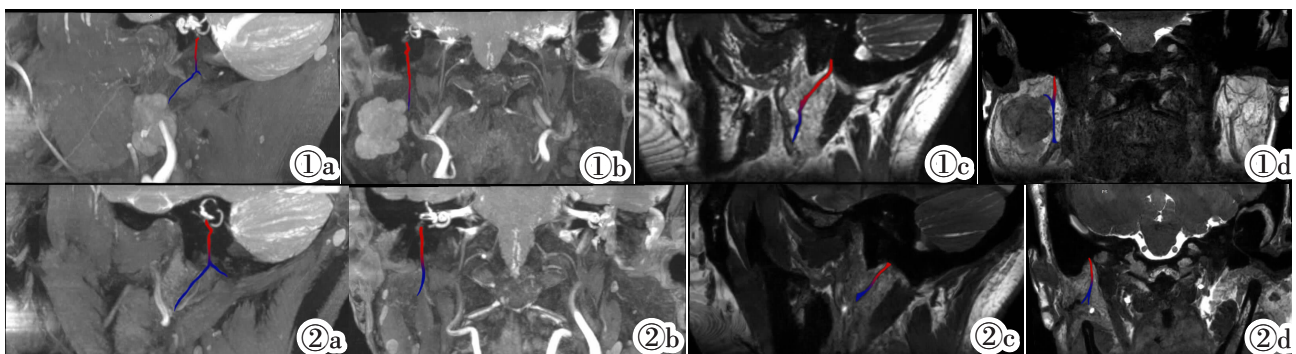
MRI 显示术前面神经的形态,面神经束从茎乳孔到颈面干(彩色标记)。右侧腮腺肿物位于面神经外侧、腮腺浅叶,大小约为 29mm×24mm×28mm(前后×左右×上下),肿物边缘距腮腺内面神经主干之间的距离约为 0.6mm。图 1a,1b:DESS 序列通过 MPR、MIP 斜矢状和冠状位重建。图 1c,1d:CISS 序列通过 MPR、MinIP 斜矢状和冠状位重建。图 2 MRI 显示术后面神经的形态显示完整,未见异常改变,面神经束从茎乳孔到颈面干(彩色标记)。周围腮腺结构信号呈术后改变。图 2a,2b:DESS 序列通过 MPR、MIP 斜矢状和冠状位重建。图 2c,2d:CISS 序列通过 MPR、MinIP 斜矢状和冠状位重建。
